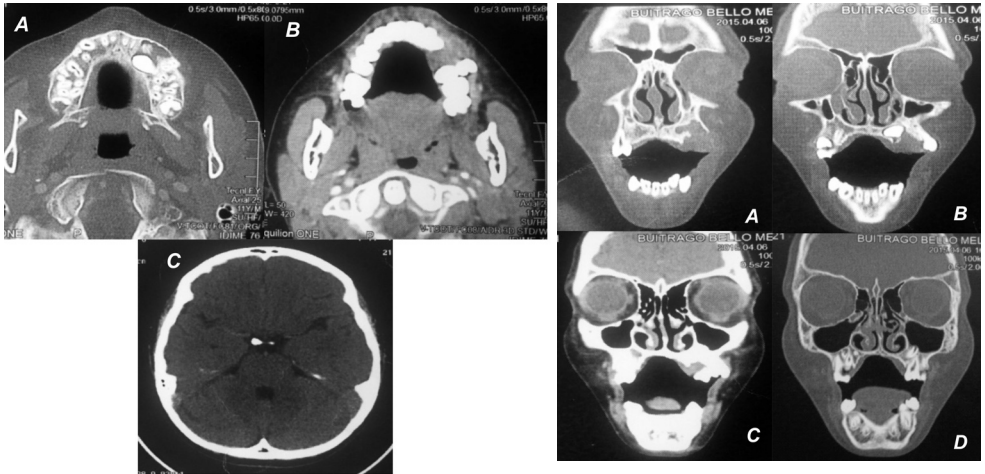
TAC: masa alveolar izquierda. Figura 3. Lesión cortada. Impide la erupción del 23. Cortes coronales. Ventana de tejidos blandos. TAC cerebral: se observan calcificaciones cerebrales
